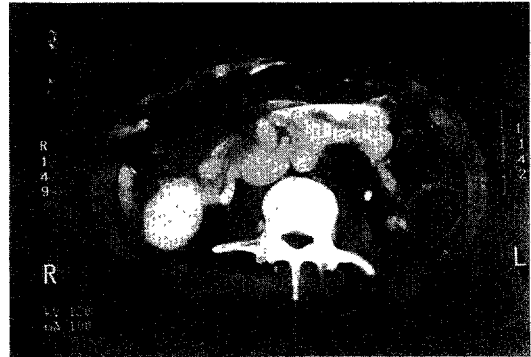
Abdomen CT image shows septated solid and cystic mass measured about 4×2×5cm size in left paraaortic area.
